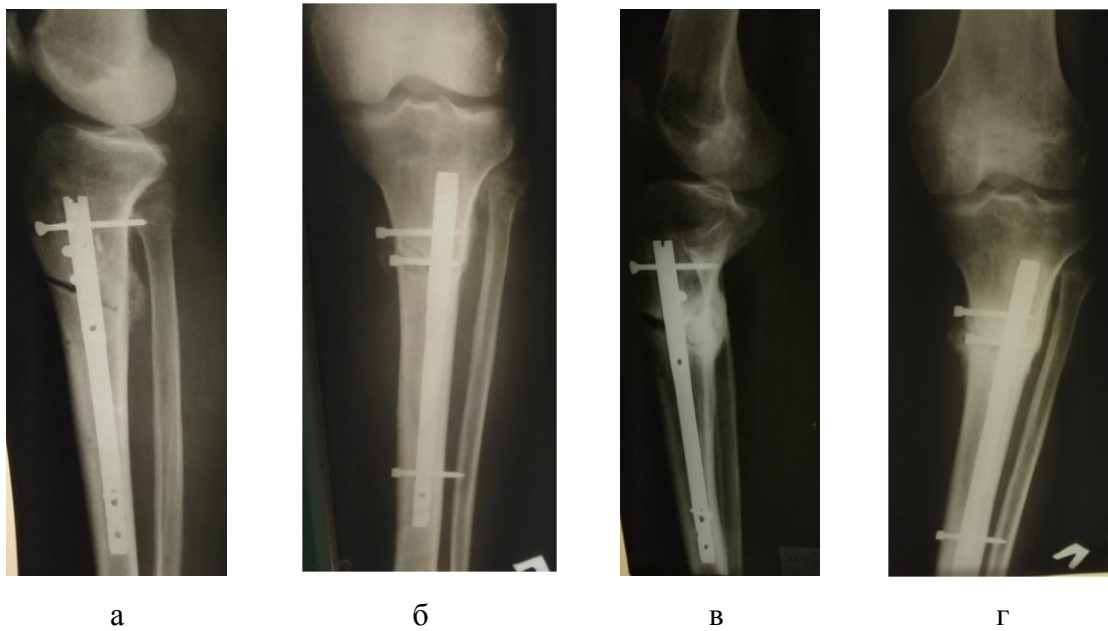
Рентгенограми лівої гомілки хворого П. через 6 міс. (а-б) та 12 міс. (в-г) після травми: консолідація кісткових уламків лівої в/гомілкової кістки, стан після МОС лівої в/гомілкової кістки БІОС із супрапателлярного доступу
